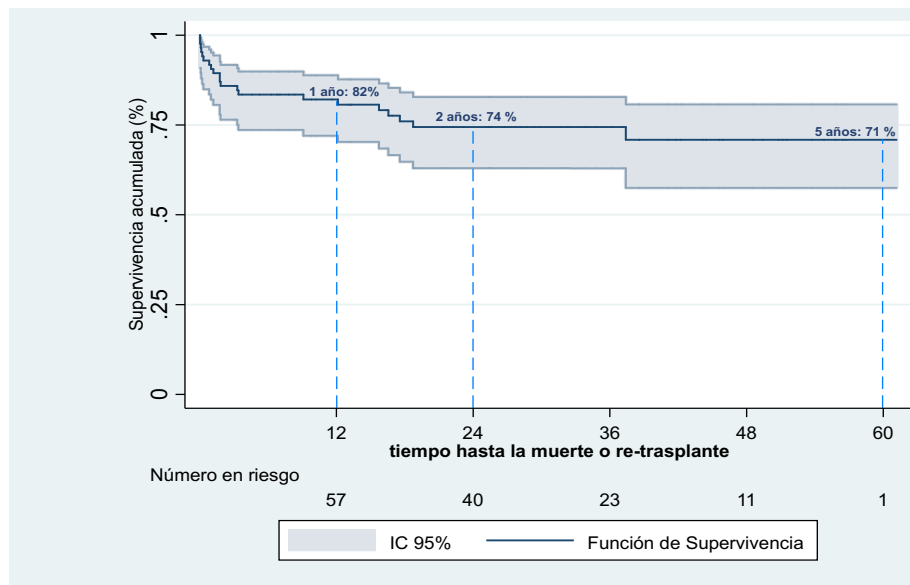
Curva de supervivencia tras el TC en el HUPH en los últimos 5 años.
